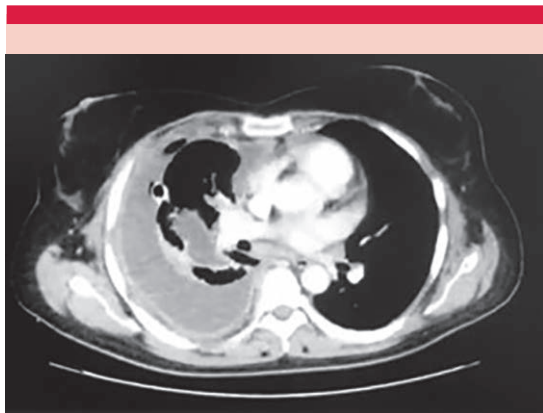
Tomografía de tórax: derrame pleural izquierdo. Se observa separación de las hojas pleurales por material con densidad líquida, en relación con derrame pleural.
